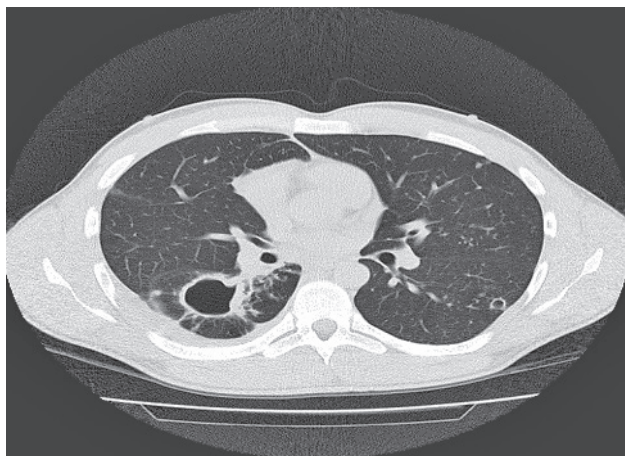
КТ легень на момент початку АМБТ (ліворуч) та через 12 місяців лікування (праворуч)
